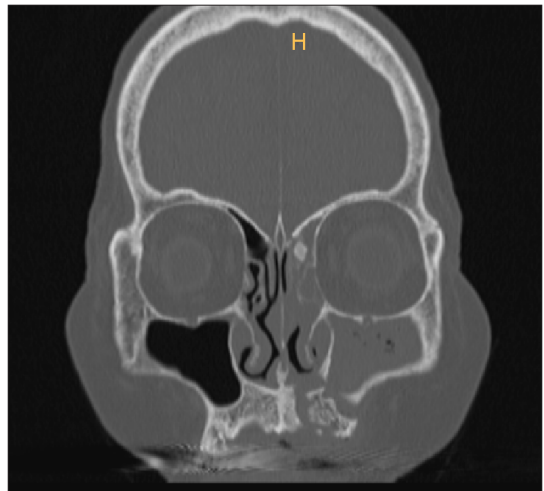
Computed tomography coronal image of the patient at presentation. Maxillary, ethmoidal, and frontal sinusitis with anterior maxilla bony destruction is noted.
